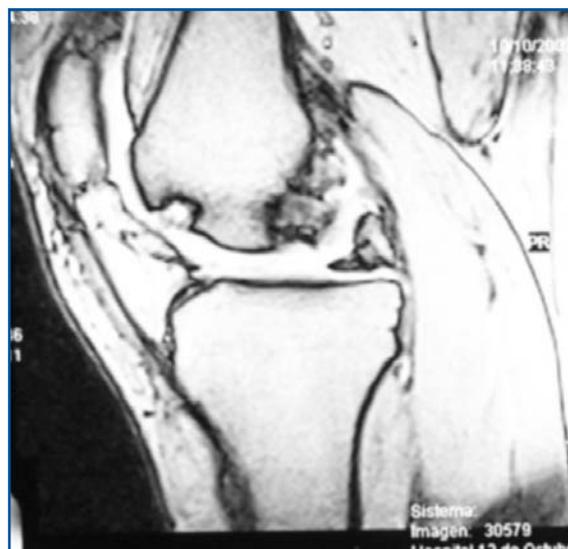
RMN de lesión osteocondral.
